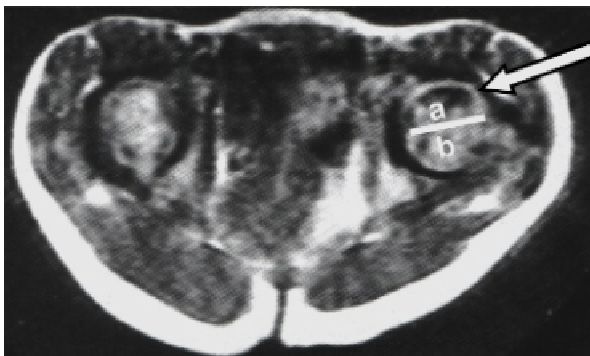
MRT axial; M. Perthes links
